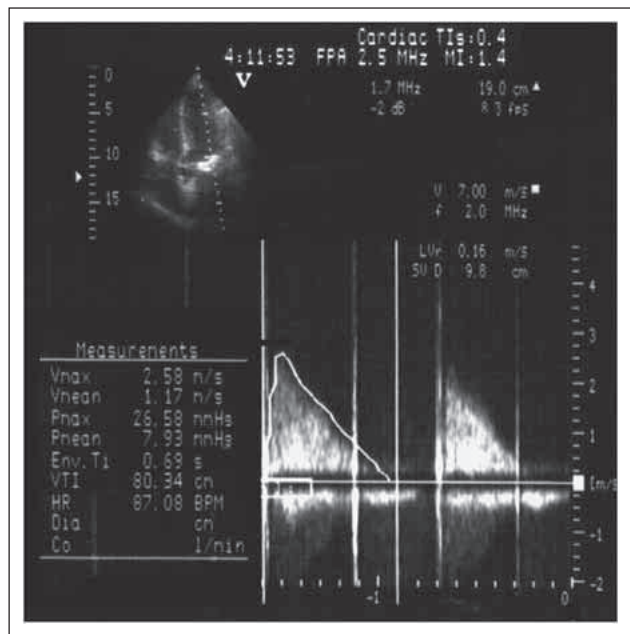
Transmitraler CW-Doppler nach 16 Tagen: transprothetischer mittlerer Druckgradient 7,9 mmHg, die aus der Druckhalbzeit gemessene Prothesenöffnungsfläche 1,4 cm².
